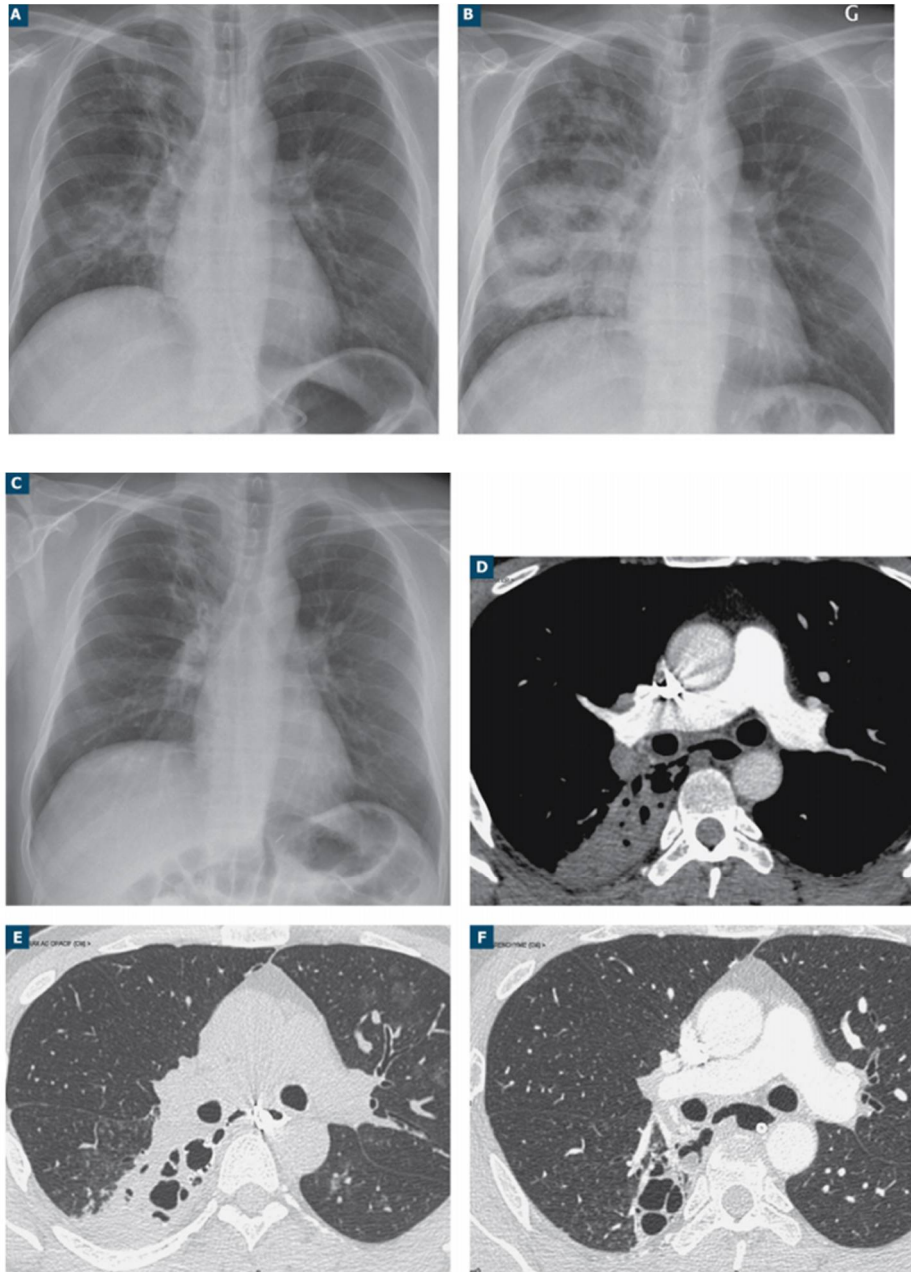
Radiographie thoracique (A à C) et coupes TDM en fenêtre médiastinale (D) et pulmonaire (E, F) chez un patient suivi et traité pour fistule œsobronchique sur nécrose ganglionnaire sous-carénaire. Initialement, la fistule est responsable d'une atélectasie lobaire inférieure droite (A). A deux mois (B, E), après pose d'une prothèse endo-œsophagienne, on note l'absence de communication avec la bronche après opacification œsophagienne et une extension des foyers pneumoniques. La fistule à six mois était fermée avec amélioration des images pulmonaires et apparition d'un collapsus cicatriciel du lobe inférieur droit [66].
